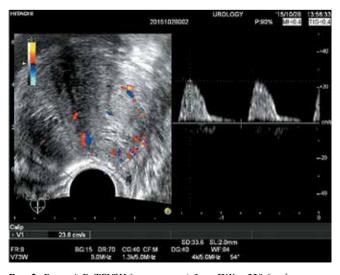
Больной Б. ТРУЗИ до операции (объем ПЖ -220,6 см 3 , скорость кровотока в ветвях простатической артерии -33,7 см/с)
